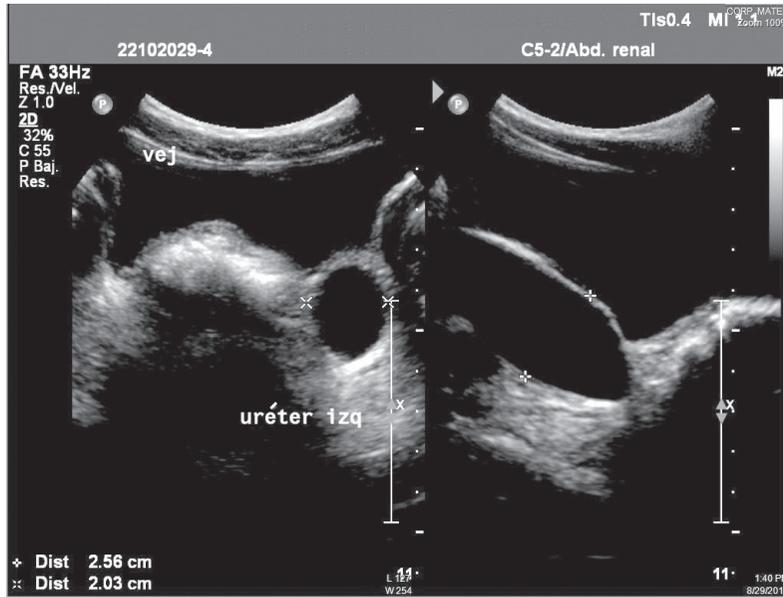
Ecografía que muestra dilatación de uréter distal en forma transversa y longitudinal.
